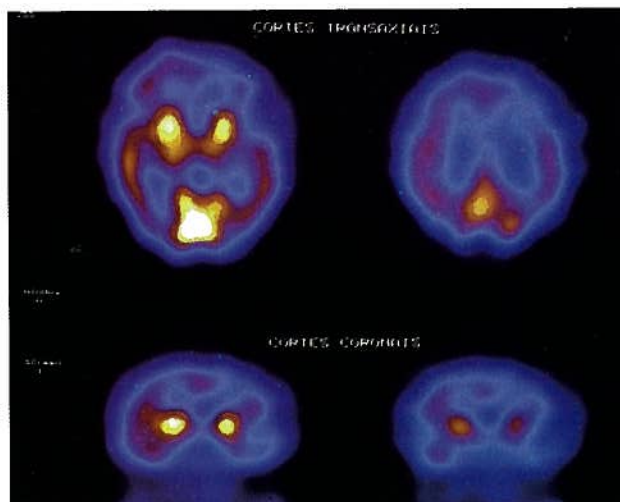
SPECT-HMPAO - hipoperfusão predominantemente frontal mas também temporal, bilateral, mais marcada à esquerda
